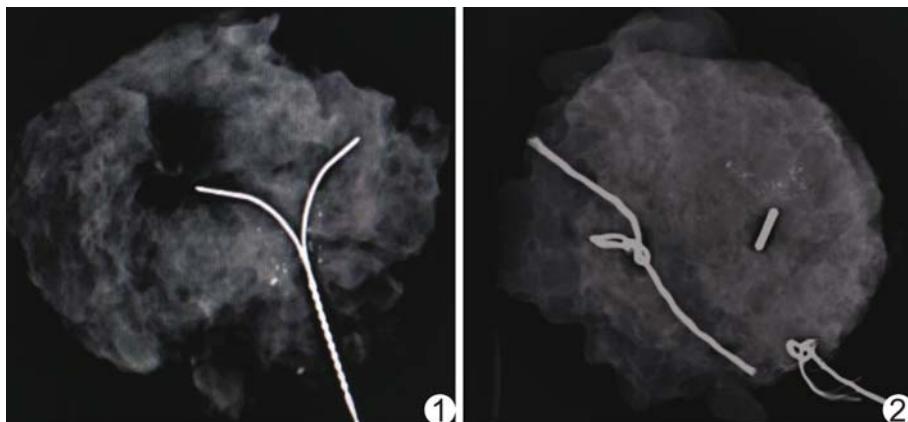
患者女,40岁,隐匿性乳腺病变 X线片示金属丝锚钩分叉位于病灶内,定位准确,病灶完整切除
